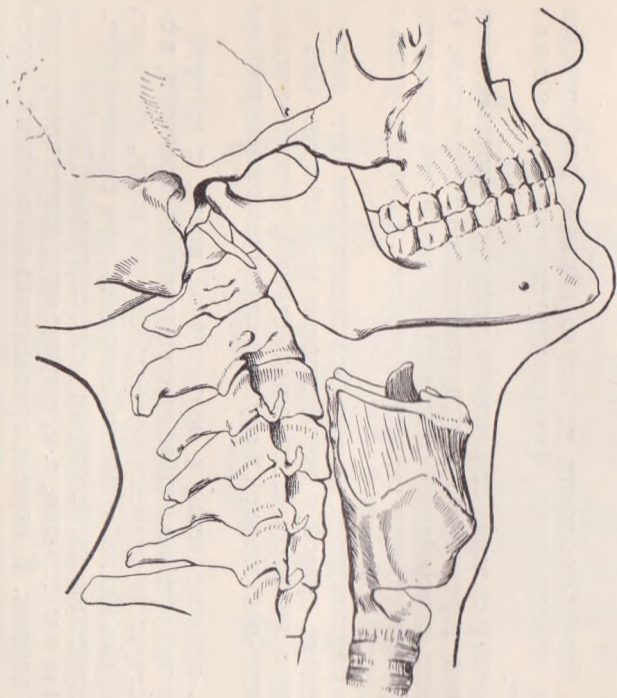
Положение подъязычной кости и гортани в состоянии покоя. Рисунок сделан на основании рентгенограммы (наблюдение автора).
